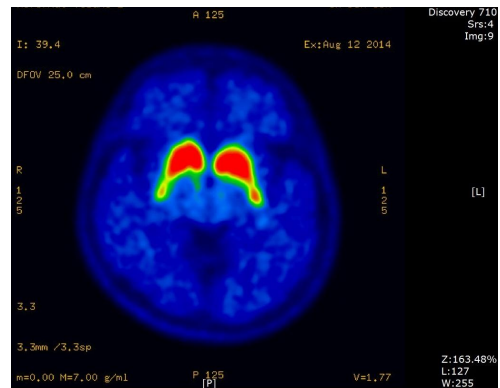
The positron emission tomography-computed tomography of patient.
